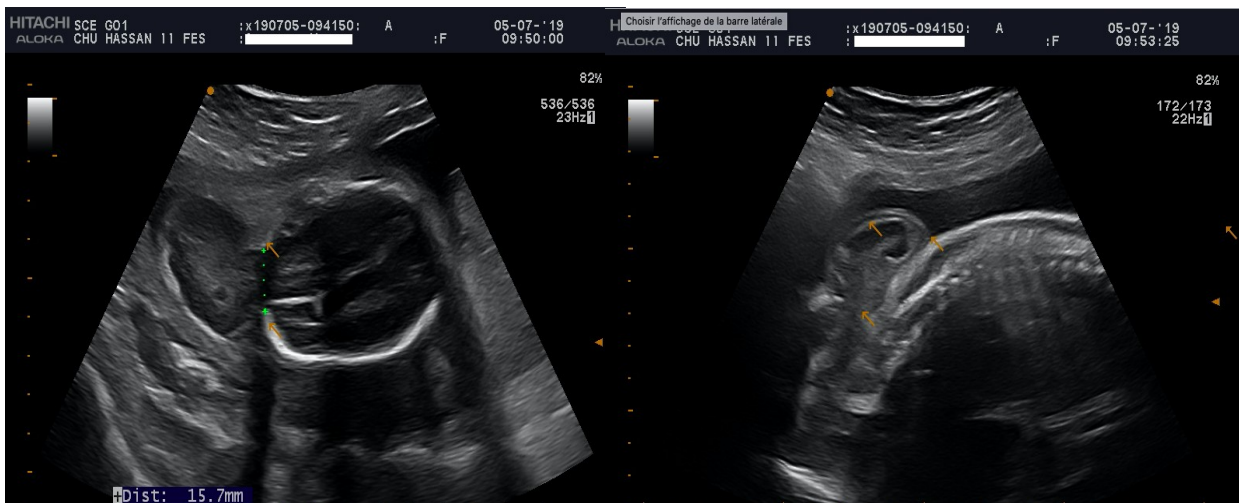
Foetus de 38SA, l'échographie montre un défaut osseux occipital médiane avec issu du parenchyme cérébral à travers un defect osseux en rapport avec une encéphalocèle isolée .
